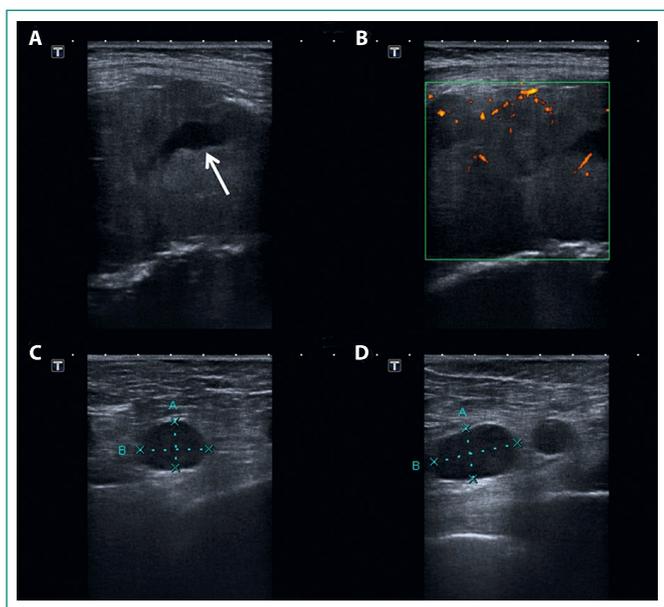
Masa retropectoral derecha discretamente hipoeoica con áreas anecoicas sugestivas de necrosis (flecha) (A) y abundante vascularización en el estudio power-Doppler (B). Múltiples adenopatías axilares de tamaño patológico con pérdida del hilio graso y algunas de ellas con morfología redondeada (C y D)
